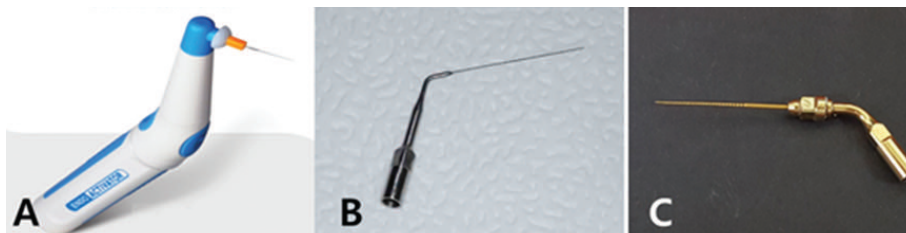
Instruments used in this study for canal irrigation. A. EndoActivator (Dentsply Sirona), B. ultrasonic irrigation tip (DH tip; EP dent, Seoul, Korea), C. ultrasonic irrigation file (prototype; Maruch, Wonju, Korea).
